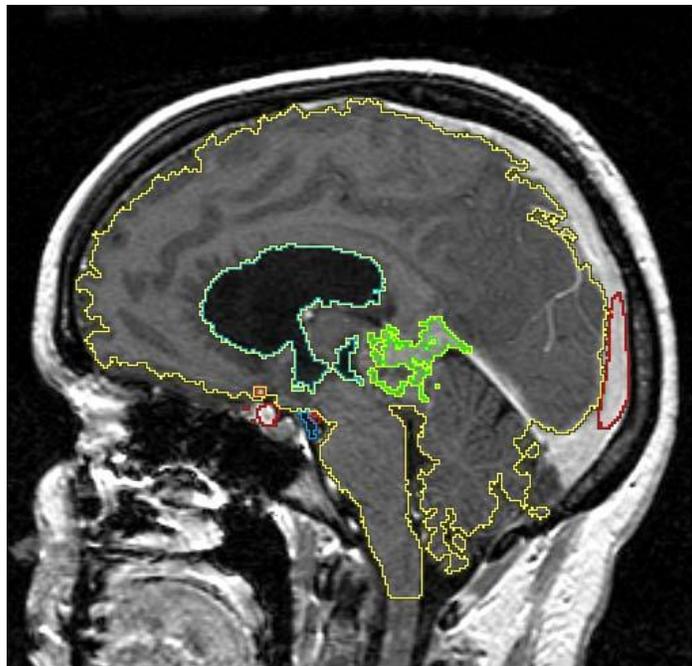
Fusión de imagen de TC y RMN
